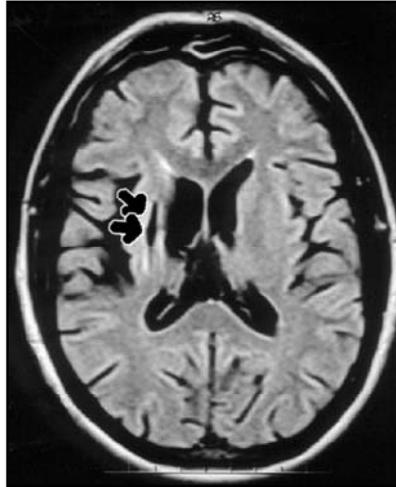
Corte axial mostrando lesão com hipossinal na seqüência ponderada FLAIR, comprometendo cápsula externa e centro semi-oval a direita (setas).
